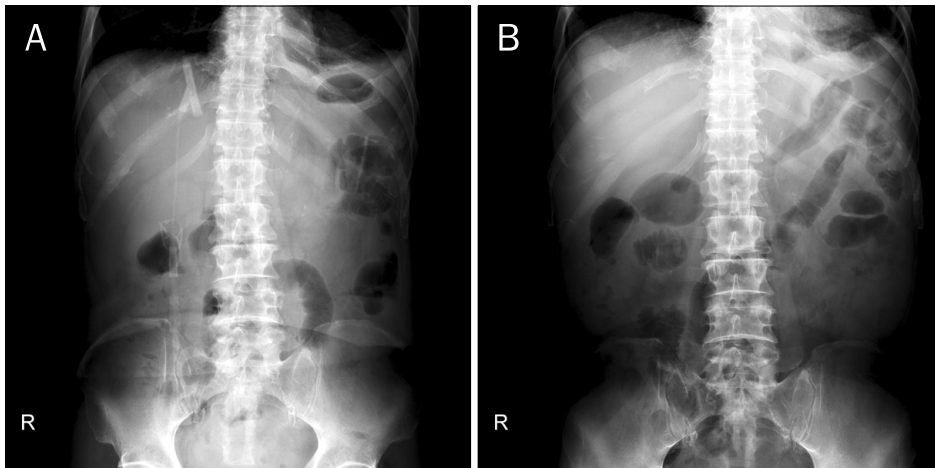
Abdominal simple x-ray. It showed no more colonic gas distension or ileus.
